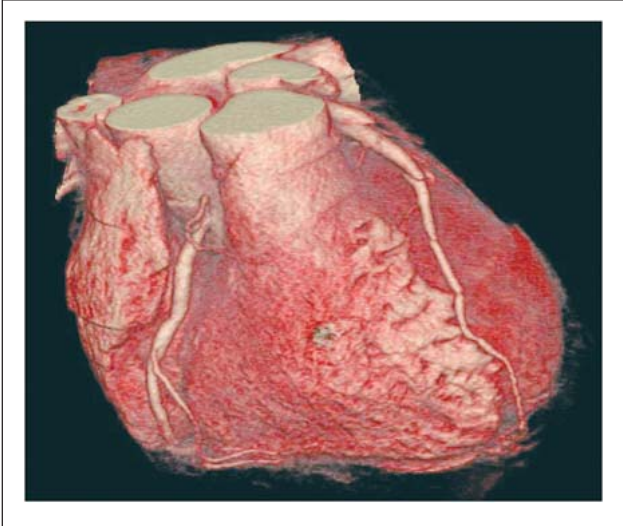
Kardiale Computertomographie: dreidimensionale Rekonstruktion, Stufenartefakte erschweren Beurteilung, lassen signifikante koronare Herzkrankheit dennoch ausschließen.
